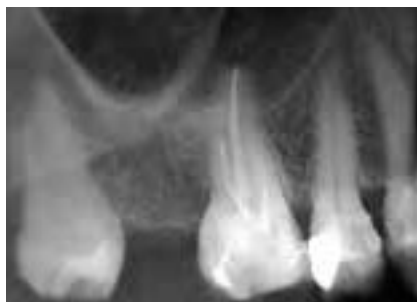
Radiografía preoperatoria en pieza 16. Tratamiento endodóntico previo
